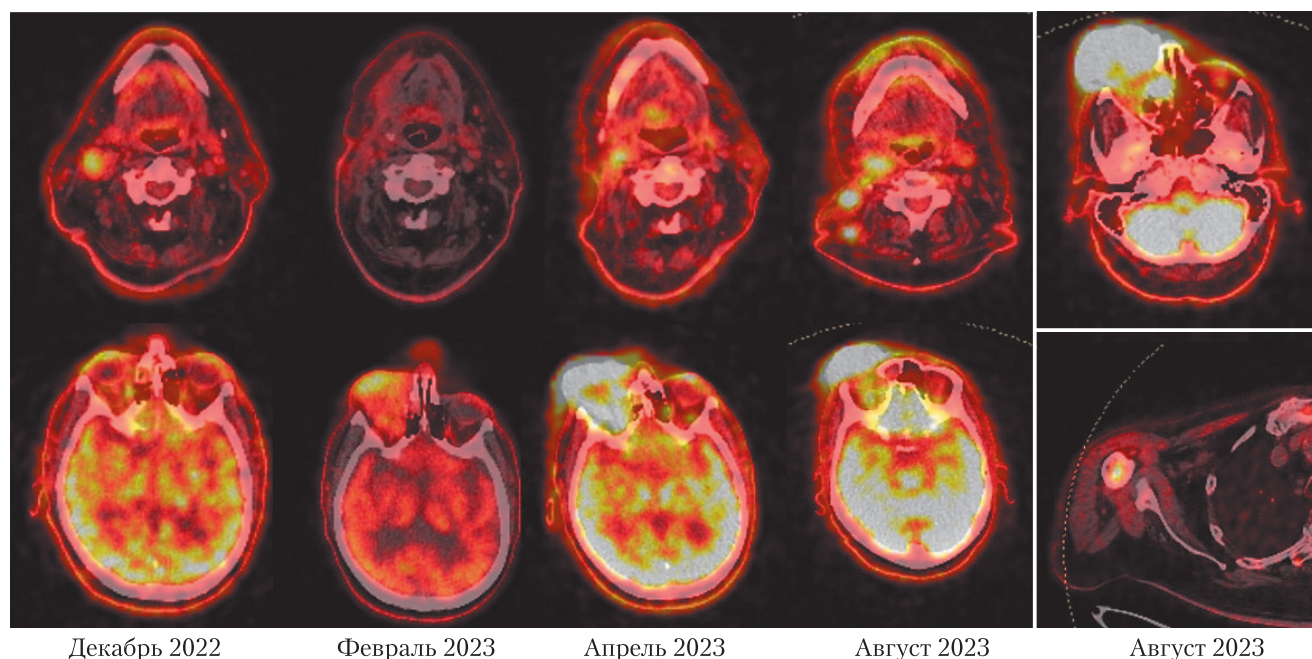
Данные ПЭТ-КТ всего тела с ^{18}F ДГ до начала и в процессе лечения
